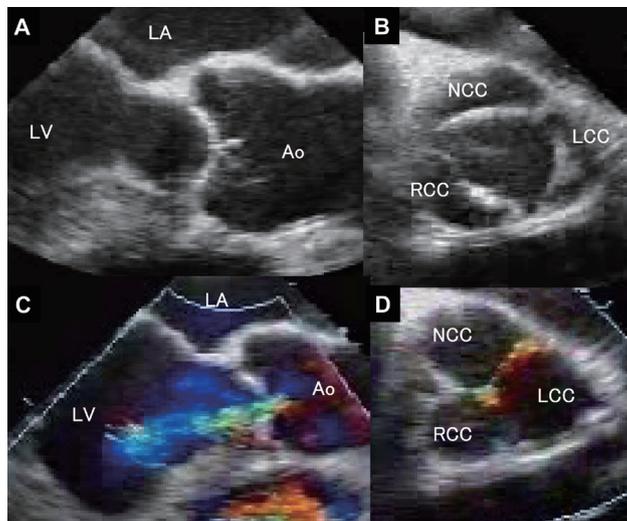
Transesophageal echocardiograms on the 45th day after admission.
